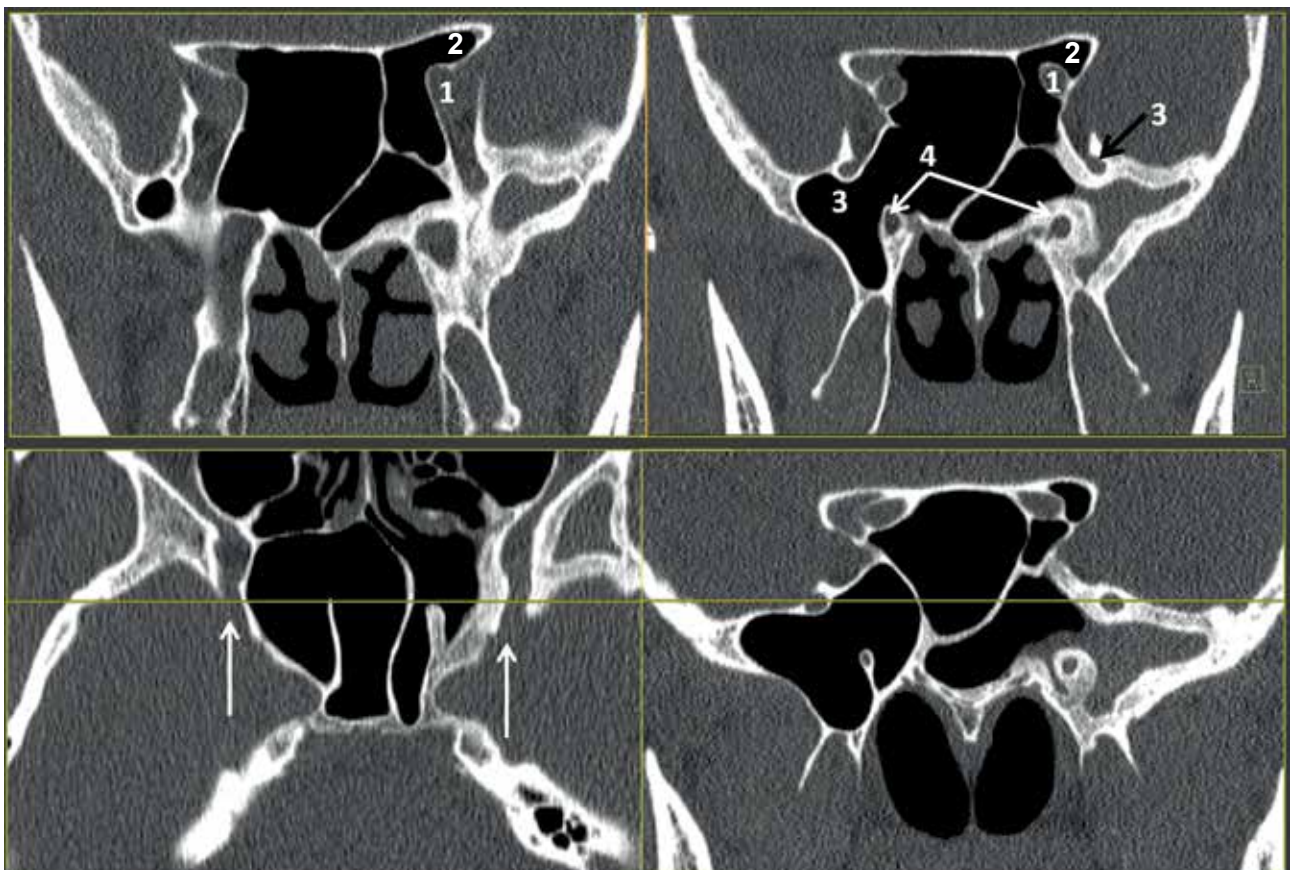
Анатомия клиновидного комплекса с выраженной пневматизацией. По часовой стрелке: 1 = зрительный нерв (выпуклость зрительного нерва); 2 = пневматизированный наклонённый отросток. Следует отметить, что, в отличие от оптико-каротидного кармана, в данном случае пневматизация переднего наклонённого отростка происходит над оптическим нервом; 3 = круглое отверстие; 4 = крыловидный (видиев) нерв. Когда аксиальная плоскость КТ билатерально проходит через круглое отверстие, соответствующие каналы видны с обеих сторон (отмечены стрелками). Обратите внимание, как выглядит видиев нерв в крыловидном канале, напоминая глаз краба. С левой стороны имеется утолщение кости после длительного хронического сфеноидита
